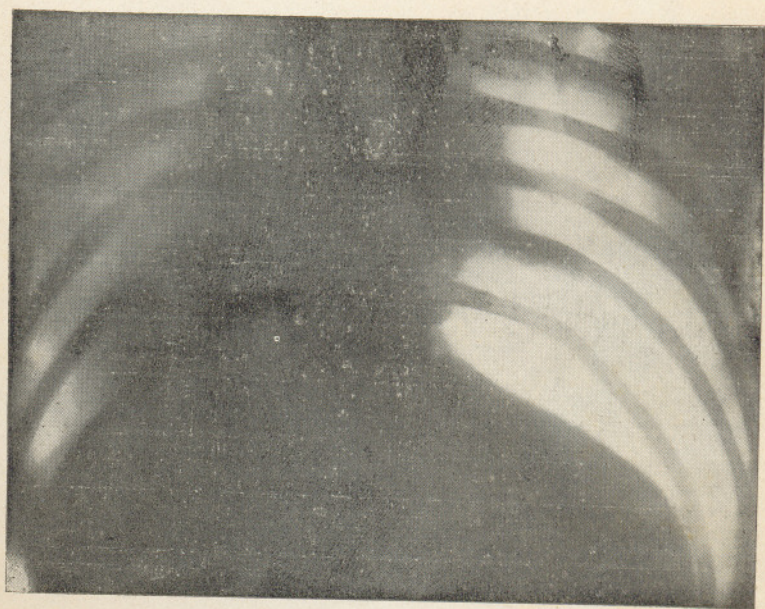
n. 2 — Radiographia da observação II
